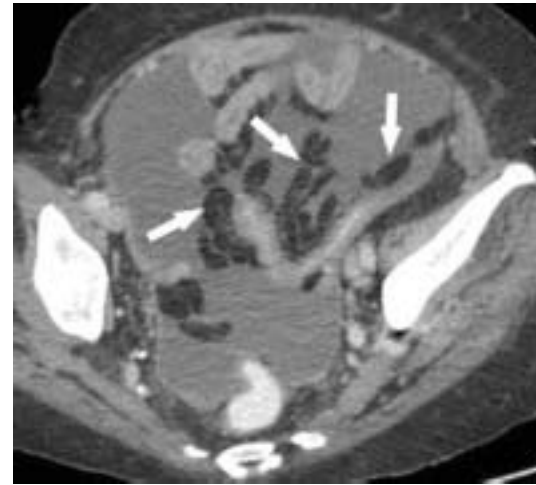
Franges épiploïques chez un patient ascitique. TDM. Les franges ou appendices épiploïques (flèches) sont rendus visibles par leur contenu graisseux et leur immersion dans un milieu liquide. Elles existent déjà chez l'adolescent et l'adulte jeune, et leur volume n'est pas lié au degré d'adiposité globale.
